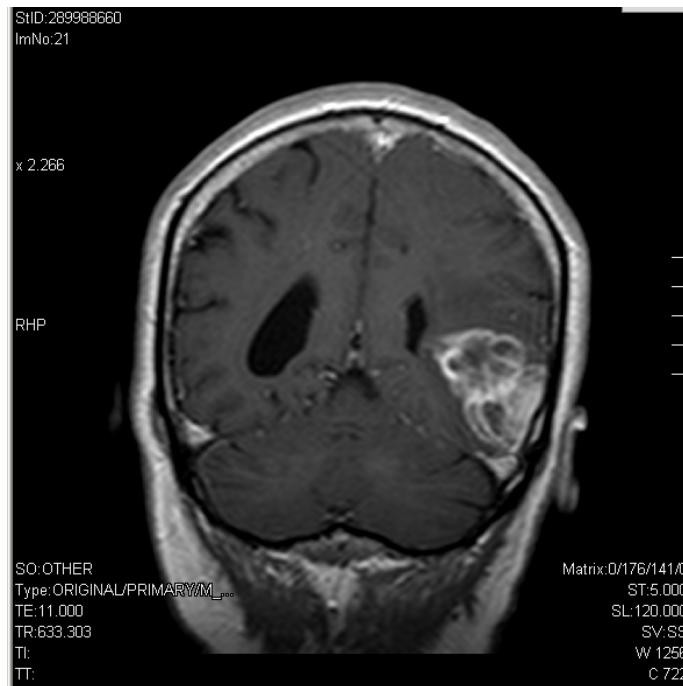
MRT-Bild eines Patienten mit Glioblastoma multiforme [47]
